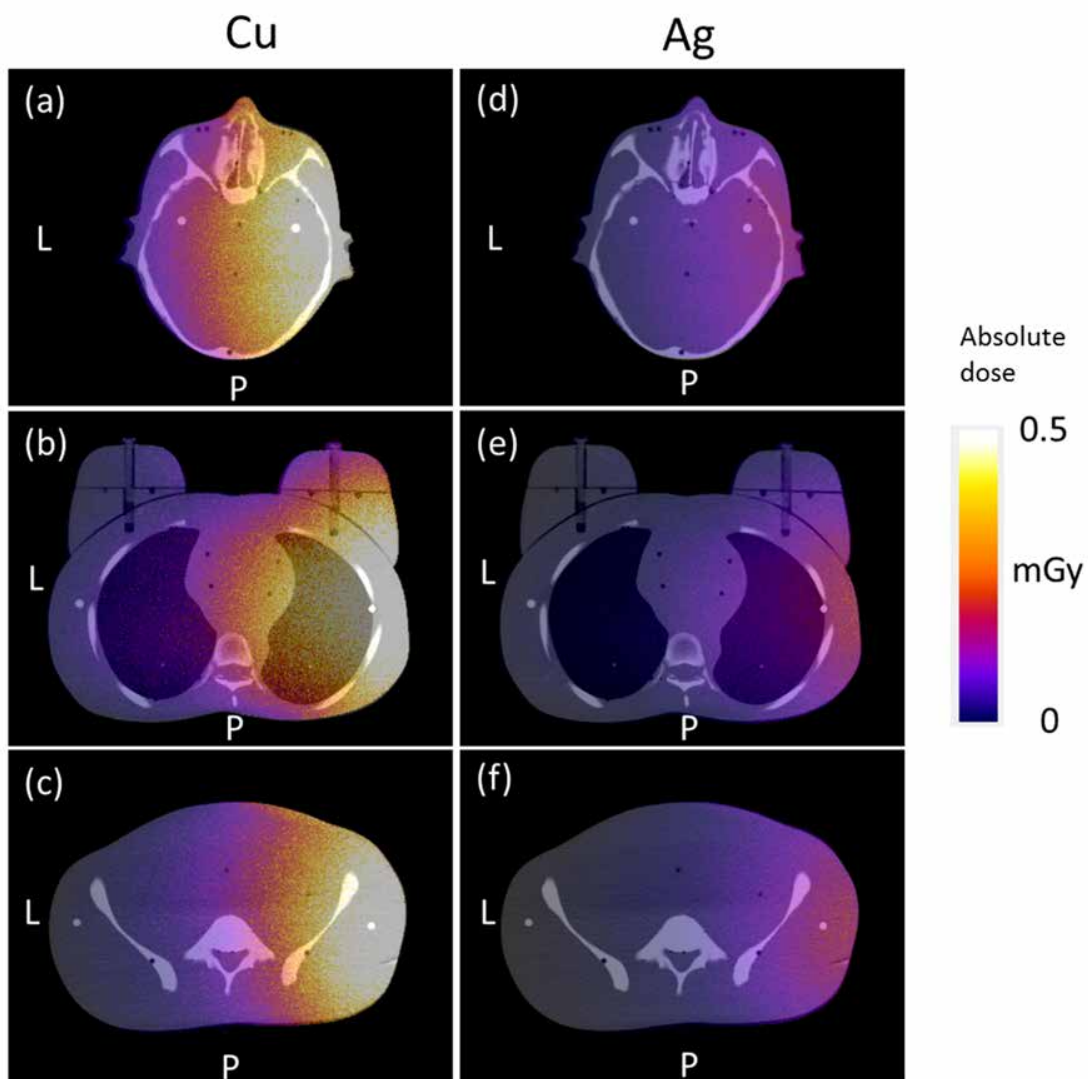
各撮影部位での LAT 撮影における CT 位置決め撮影の線量分布：Cu (a, b, and c), Ag (d, e, and f)。X 線入射側では線量が高く、射出側では低い。また、Ag フィルタを用いた場合は、Cu フィルタ使用時と比較して、入射側の線量が低下している。
